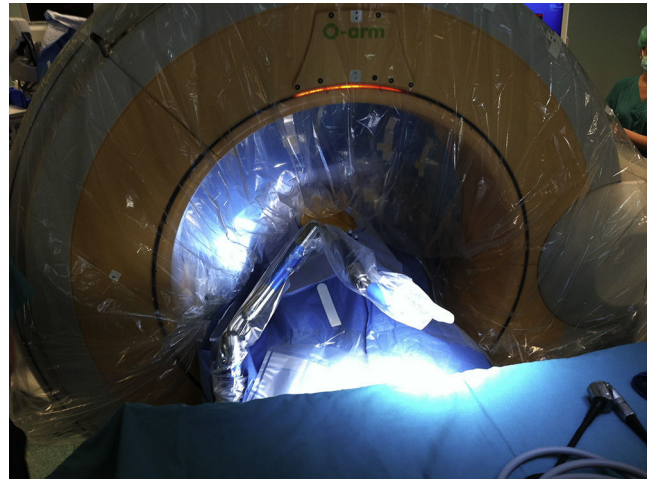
TC intraoperatoria (O-arm) realizando el control postoperatorio de la resección herniaria.
